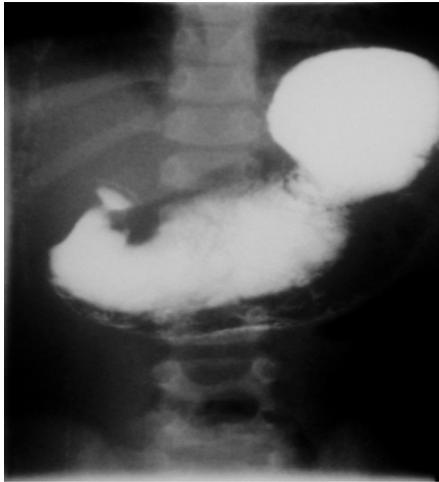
Radiografia con contrasto dimostrante l'occlusione pilorica.
